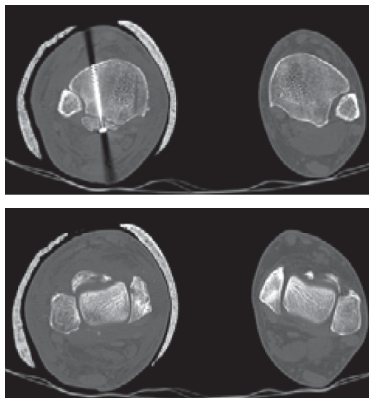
Сравнительные КТ-сканы правого и левого голеностопных суставов больного З. после ревизионной операции
